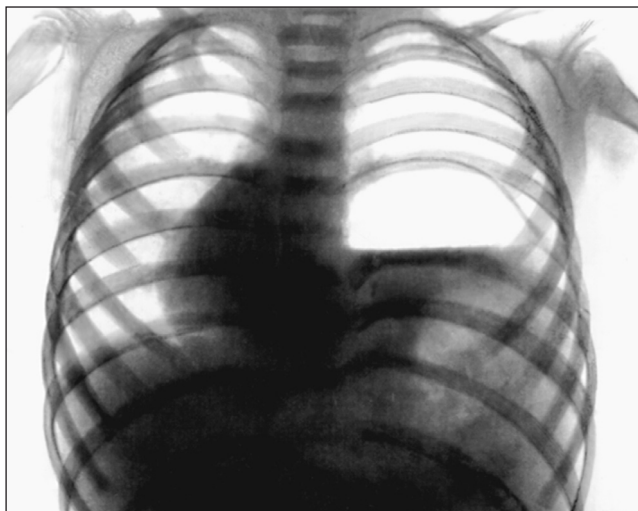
Рентгенограмма грудной клетки ребенка с релаксацией левого купола диафрагмы (прямая проекция). На фоне субтотального затемнения левого легочного поля отчетливо виден газовый пузырь желудка
